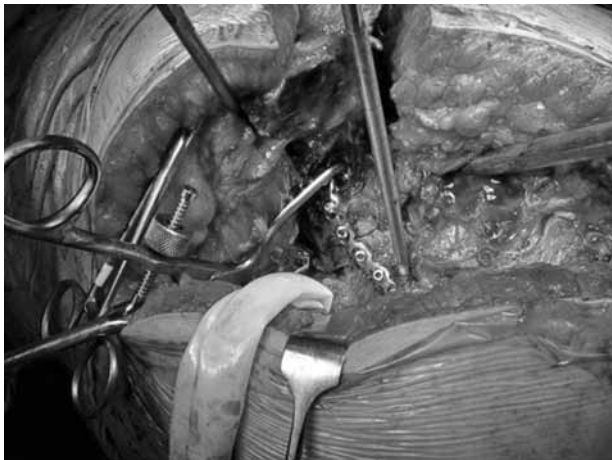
Trafik kazası sonrası sağ kalça ağrısı ile acil servismize baş vuran, 57 yaşında erkek hastanın grafileri. (a) Anteroposteriyör pelvis grafisinde, sol hemipelvisin sakrumda trasforaminal seviyeden kırılarak superiyora migre olduğu izlenmekte. Sol iliak kanat yaklaşık, bir omur yüksekliği kadar yukarı migre olmuş. L5 transvers proçes kırılmış. Asetabulum değerlendirildiğinde, dikey tüm çizgiler bozulmuş (iliopektineal, ilioiskial, anterior duvar ve posterior duvar), obturator foramende bozulma ve yine superiyor pubik ramusta simfize yakın yerde kırık mevcut. Simfizial dislokasyon da yaralanmaya eşlik etmekte. Alt iskiopubik segment baş ile birlikte mediale doğru deplase olmuş. (b) Sakrumdaki kırığın ve kırık L5 transvers proçesin yakından görüntüsü. (c) Asetabulumun yakın plan görüntüsü. Dikey çizgilerinin hepsinin kırık olduğu izleniyor. (d) İliyak oblik grafi. (e) İnlet grafisinde sol hemipelvisin 1 cm'den fazla posteriroya deplase olduğu, her iki pubik ramusta kırık varlığı izlenmekte. (f) Outlet grafisinde trasforaminal seviyeden superiyora deplasman, kırık L5 transvers proçes ve asetabuler kırık izlenmekte. (g, h) Hastanın sakral kırığını gösteren ve asetabuler kırığını gösteren bilgisayarlı tomografi kesitleri (i) Hastanın yaralanması, radyolojik inceleme sonrasında sol T tipi asetabulum kırığı ve sol vertikal instabil pelvis kırığı olarak değerlendirilerek öncelikle posteriroya açık redüksiyon ve gergi bandı plağı ile (4.5 mm rekonstrüksiyon plağı) internal tespit; daha sonra triradiat ekstsansil insizyon ile asetabulumun açık redüksiyon ve internal tespiti (3.5 mm rekonstrüksiyon plakları ve lag vidaları) ve daha sonrasında anterior simfizial yaralanma için bir adet 6 delikli 3.5 mm rekonstrüksiyon plağı ve bir adet 2 delikli 4.5 mm DCP ile açık redüksiyon sonrası tespit sağlanmış. (j, k) Outlet ve inlet grafilerinde trasforaminal seviyeden, superiyor ve posteriroya deplasmanın tam olarak düzeltildiği izleniyor. (l, m) İliyak ve obturator oblik grafilerde ve Şekil 1'deki ön arka pelvis grafisinde asetabulum kırığının anatomik olarak redükte edildiği izlenmekte. Obturator oblik grafide anterior kolona giden 2 adet 4.0 mm lag vidası da izlenmekte. (n) Hastanın altı yıl sonraki kontrol grafisinde kırıkların redüksiyon kaybı olmadan kaynadığı ve dejeneratif artrit gelişmediği izlenmekte.
